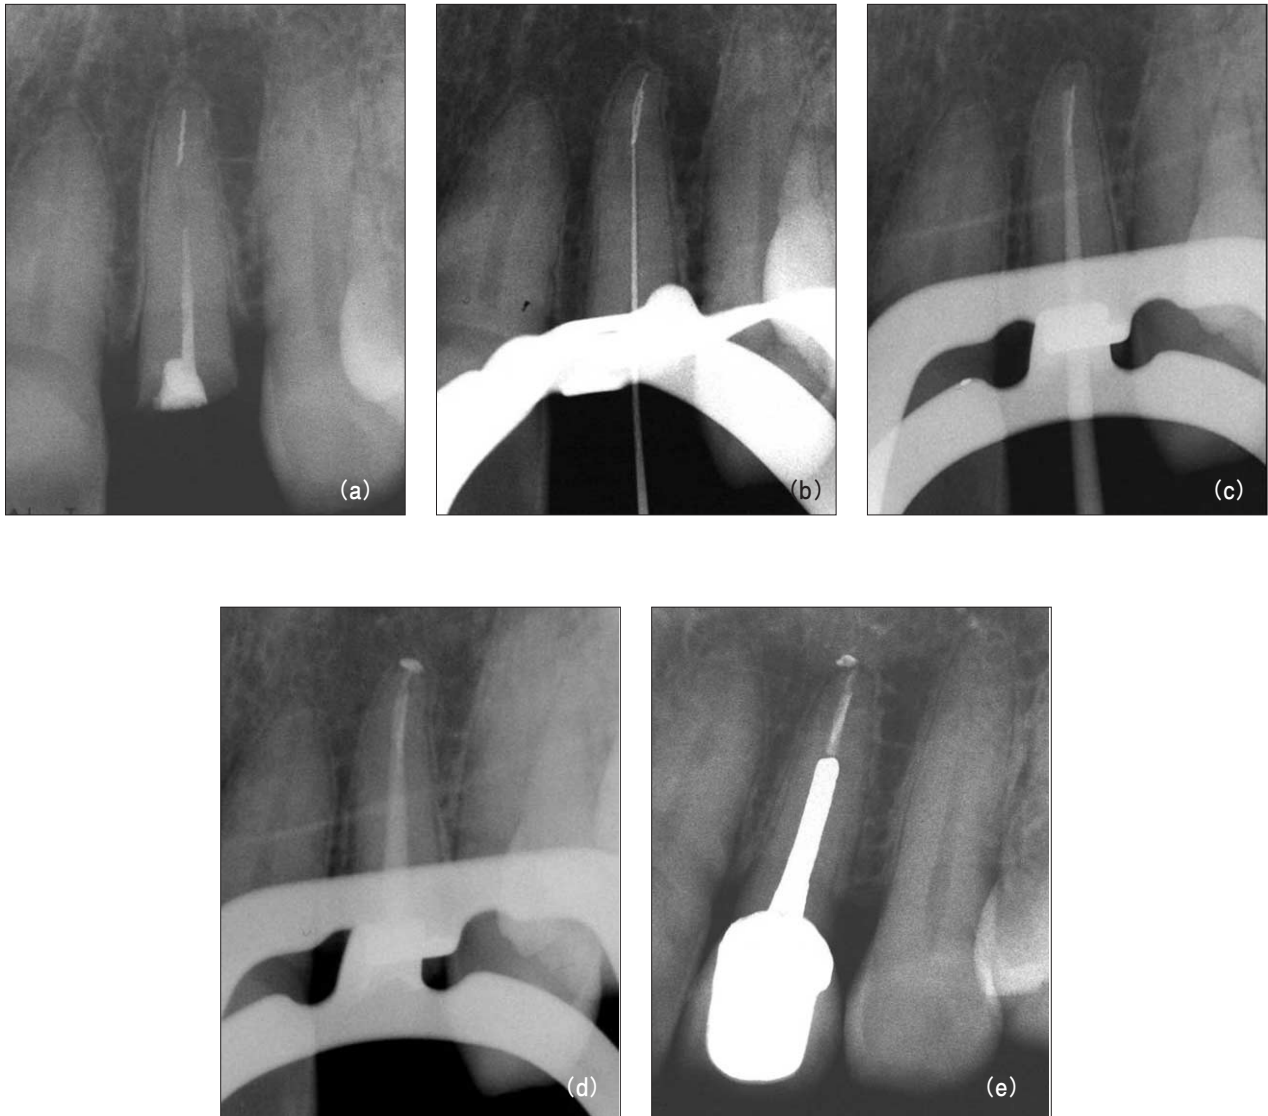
Diagnostic intraoral radiograph (a). By-passing with hand file (b) and canal obturation (c, d). 30-month recall (e): tooth is symptomless.
